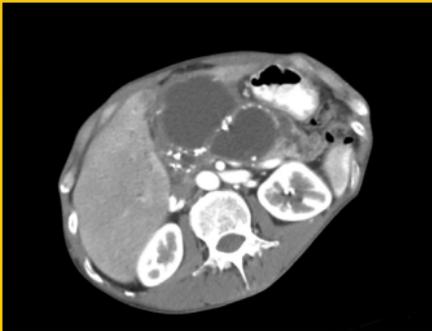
Computertomographie von Zysten nach akuter oder chronischer Pankreatitis
